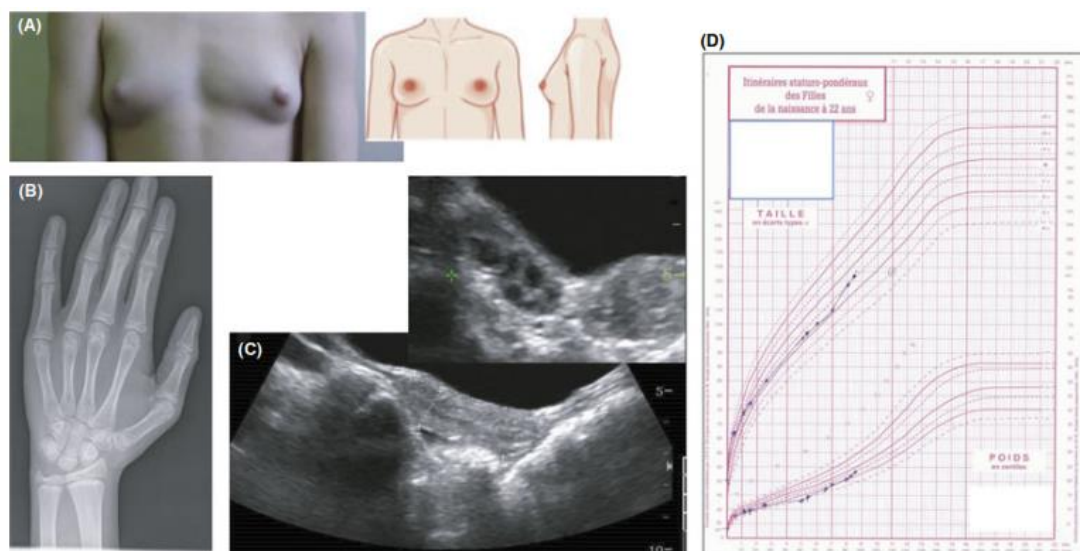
Curvas de crecimiento y estudios de imágenes en una niña con PPC, mostrando el inicio de la pubertad con telarca a los 7 años. Panel A: Telarca con estadio Tanner III. Panel B: Radiografía simple de muñeca, mostrando una edad ósea avanzada en comparación a su edad cronológica (11 años vs 8 años). Panel C: Ecografía abomino-pélvica mostrando alargamiento del útero y maduración con aumento de los volúmenes ováricos. Panel D: Curva de crecimiento que muestra aceleración de la velocidad de crecimiento
